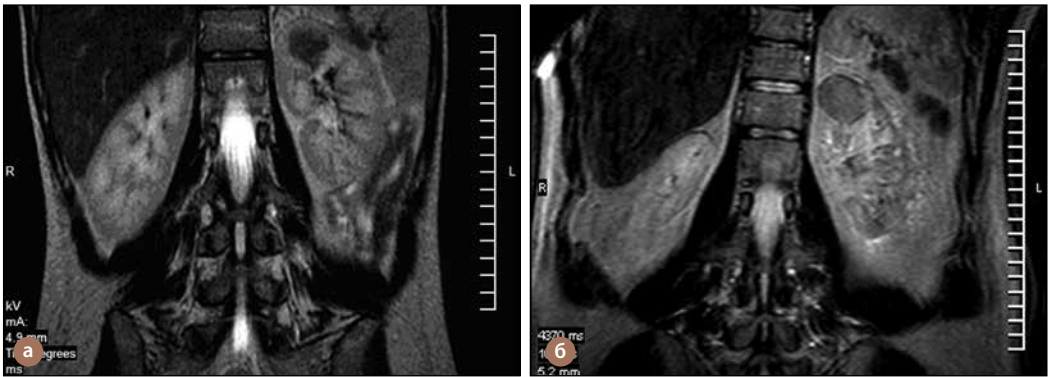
МРТ нирки: а – абсцес нирки (гіпоінтенсивне вогнище на серії T1-зважених сканів); б – рак нирки (гіпоінтенсивне вогнище з вираженою “псевдокапсулою” на серії T1-зважених сканів)
